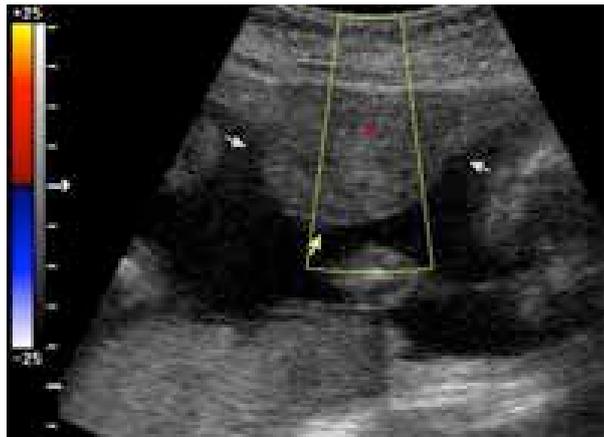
Contração em parede anterior uterina com Doppler mostrando vascularização semelhante ao miométrio
